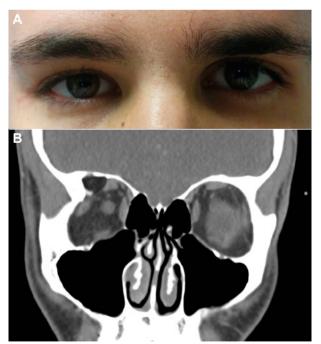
Quiste dermoide en techo orbitario derecho. A. Aspecto clínico en el que se aprecia hipoglobo derecho y exoftalmos derecho. B. Imagen mediante TC corte frontal de orbitas en que se aprecia quiste dermoide en Techo Orbitario Derecho (imagen hipointensa encima del globo ocular).
